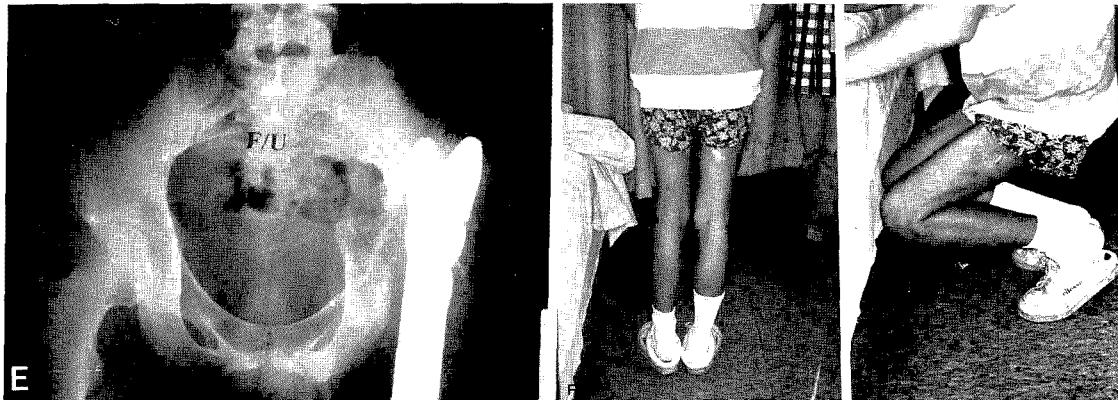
E. 12 month-follow up radiograph after operation
